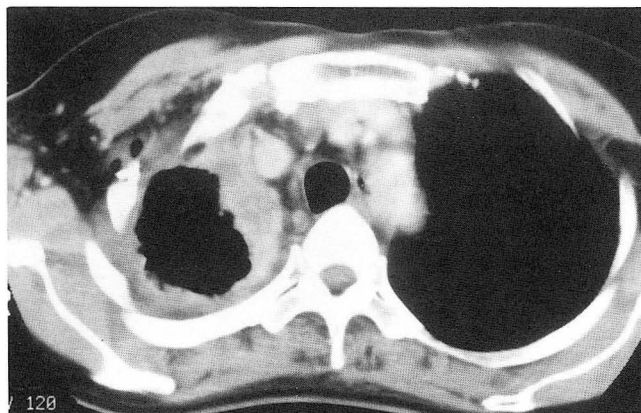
54 year-old male patient with adenocarcinoma and pleural dissemination confirmed by pleural biopsy. CT scan shows thick irregular pleural thickening, enhancement of pleura and circumferential pleural involvement. Pleural fluid collection is not seen.
